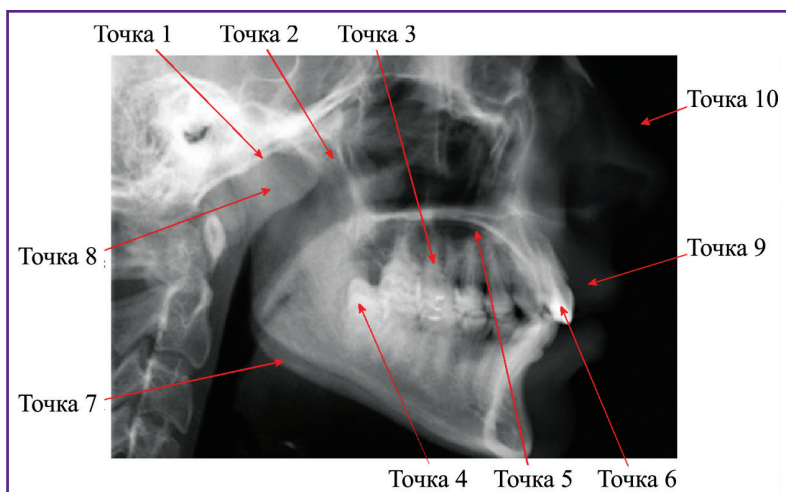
Выбранные случайным образом точки на изображении томограммы
